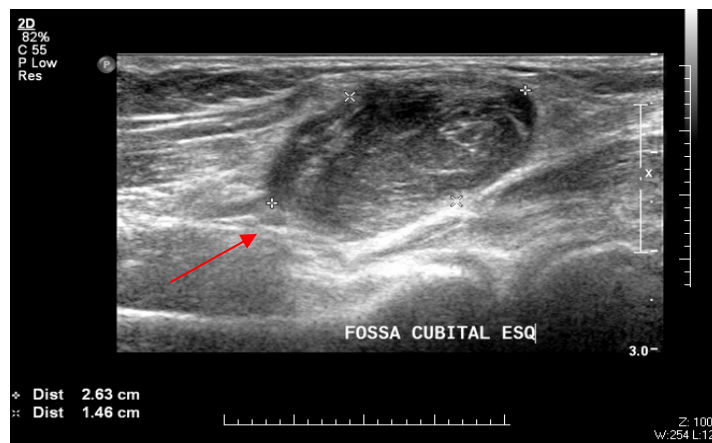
Core biopsy* guiada por ultrassonografia realizada pela paciente Y0102T000. A seta indica lesão nodular sólida hipoeecóica e bem delimitada, de localização intramuscular na fossa cubital esquerda, medindo 2,6 x 2,2 x 1,5cm.
